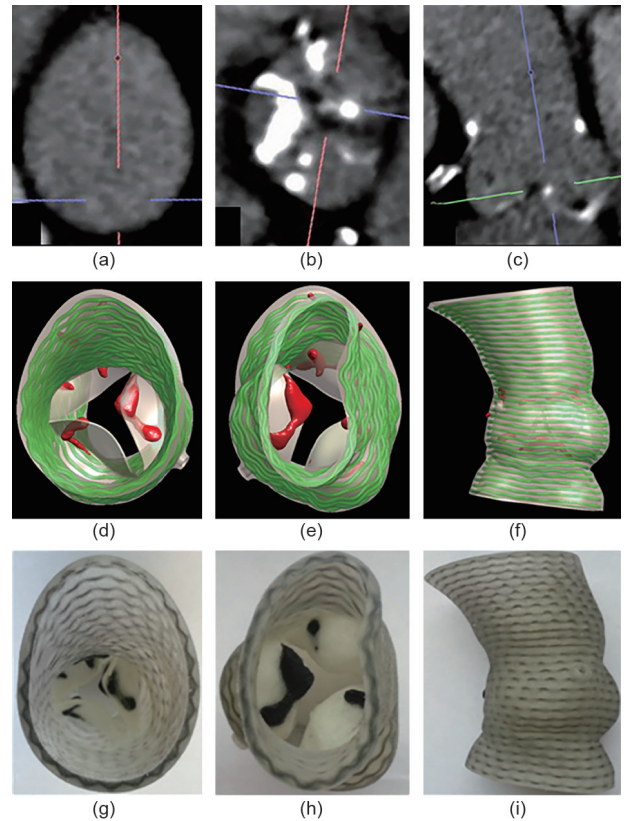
主动脉根部的CT图像、3D计算模型和3D打印的生理体模例子。(a)、(b)和(c)分别显示升主动脉和瓣膜的CT横截面图和纵向视图；(d)、(e)和(f)分别表示从升主动脉、左心室流出道（LVOT）和侧面观察的3D计算模型，主动脉壁和小叶被半透明地描绘，钙化被绘成红色，嵌入的纤维被绘成绿色；(g)、(h)和(i)显示3D印刷的生理体模。为了更好地说明，钙化和纤维用黑色材料印刷[44]。
